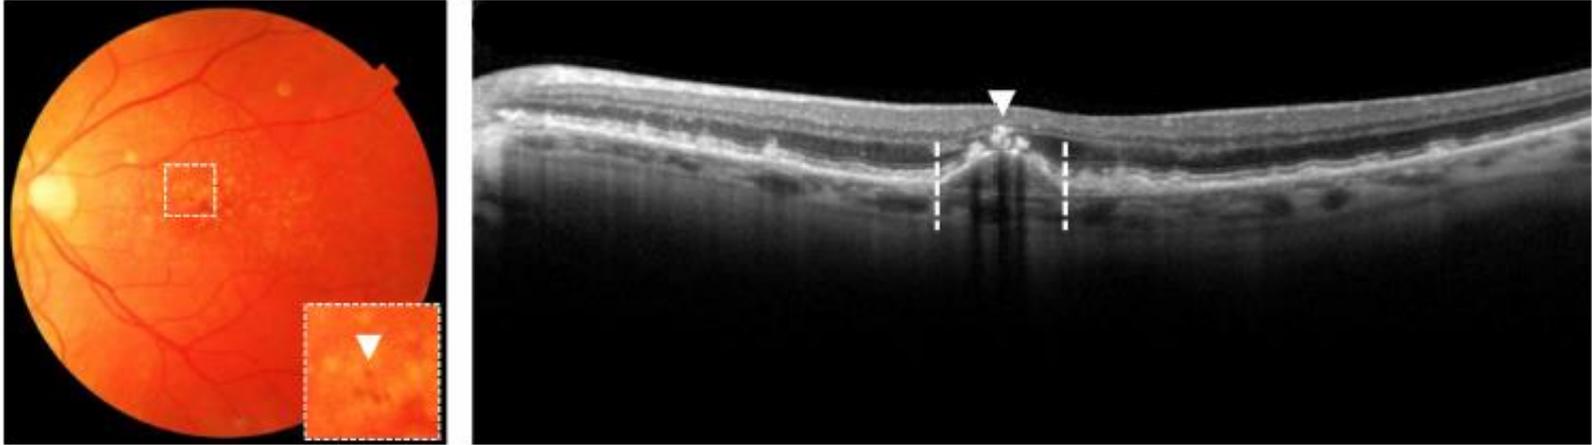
Hyperpigmentation on top of a large druse on colour fundus photograph, as indicated with an arrow (left), hyperreflective foci (indicated with arrow) upon a drusenoid pigment epithelial detachment (indicated between dotted lines) on optical coherence tomography (right).
